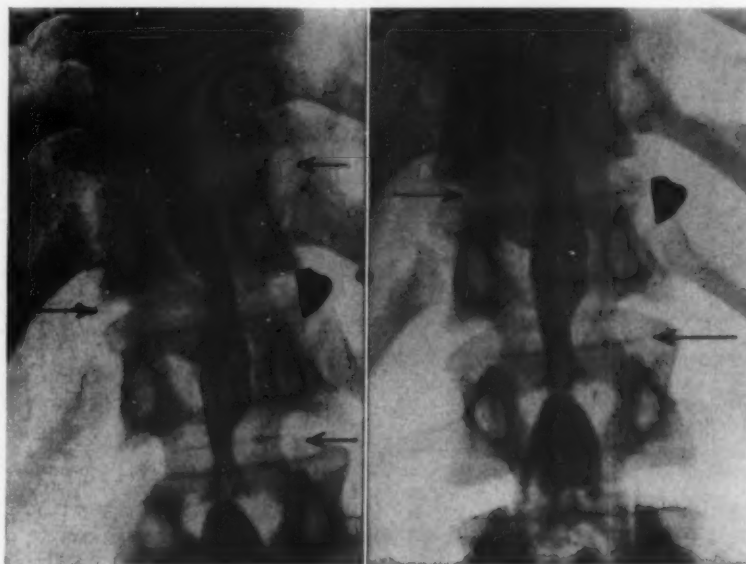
Die eigenartigen „alternierenden“ Eindellungen von beiden Seiten her, welche vom Röntgenologen als „Manschetten-Phänomen“ bezeichnet werden, sind nicht durch Prolapse hervorgerufen.
